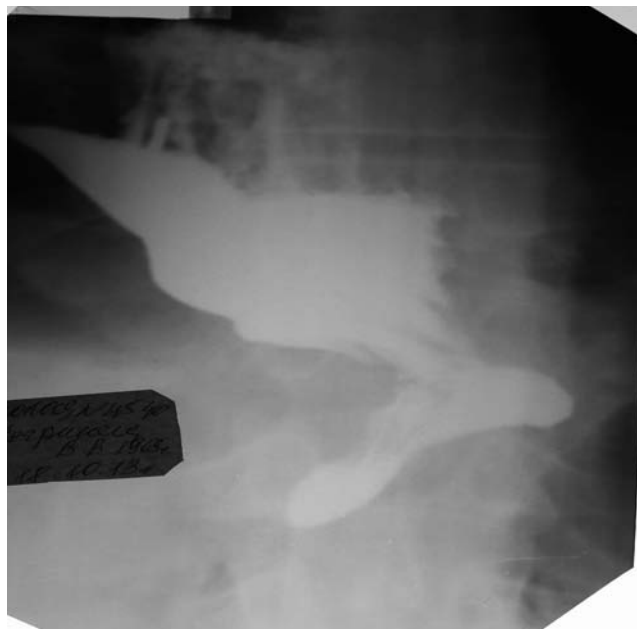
Рентгенография желудка на 7 сутки после операции Льюиса. Полное отсутствие эвакуации контраста из желудка
